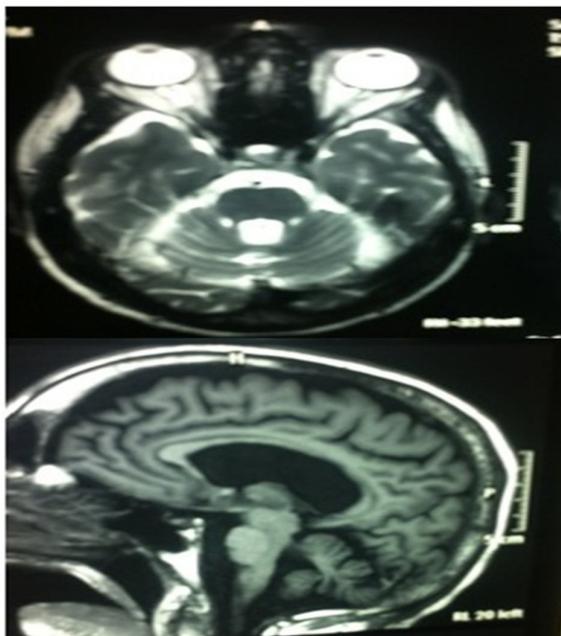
Ressonância Magnética do cérebro, em cortes axial (T2) e sagital (T1), mostrando atrofia cerebelar em um paciente que fazia uso de lítio
